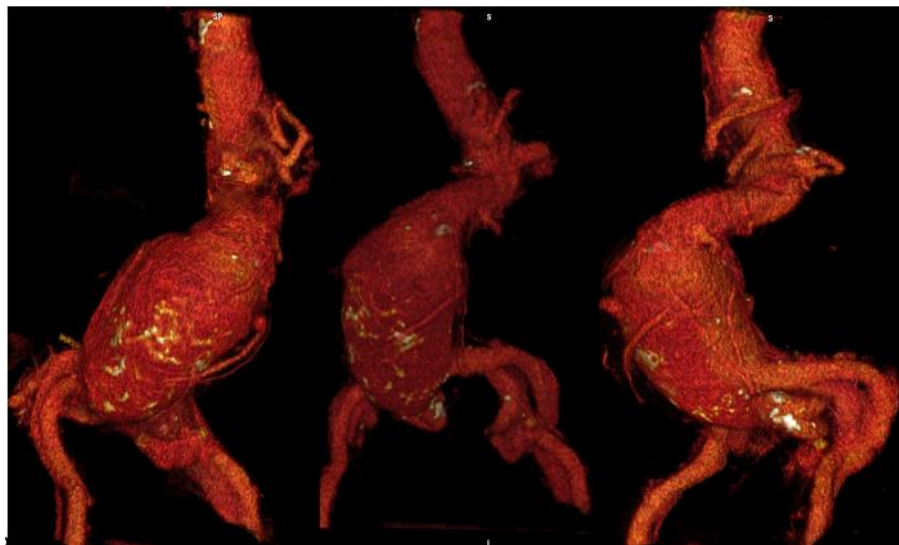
3D rendering по данным МСКТ с контрастированием. Визуализируется инфраренальное аневризматическое расширение брюшного отдела аорты с распространением на бифуркацию и подвздошные артерии.
